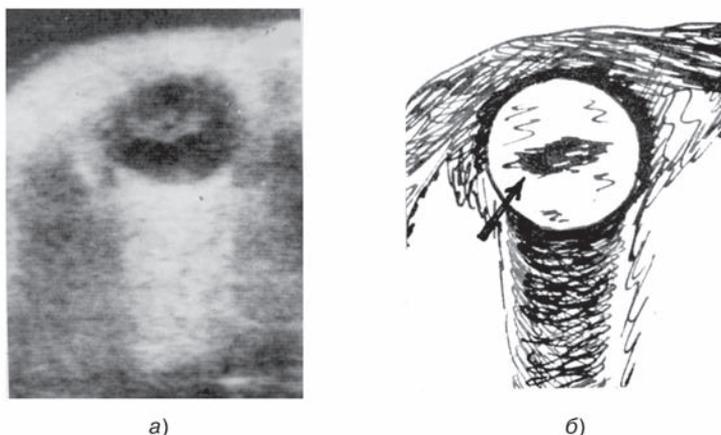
Эхограмма (а) левого глазного яблока больного Ф. через 20 суток после контузии этого глаза. В полости стекловидного тела имеется гиперэхогенный участок (стрелка на схеме, б) с ровными и четкими контурами — организовавшееся кровоизлияние в виде шварты (гемофтальм 3-й стадии).
